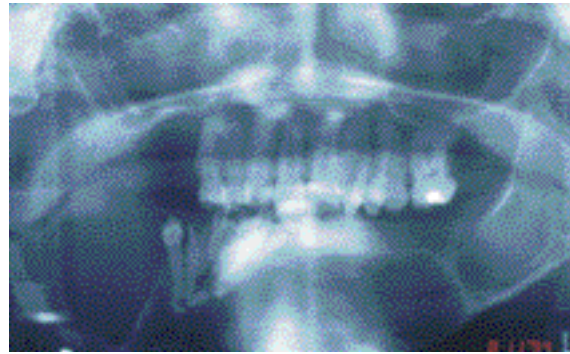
Orthopantomogramme, image multiloculaire de la branche horizontale et de la branche gauche. Greffe costale droite. Résection de la mandibule pour prévenir la récurrence 15 ans plus tôt.
